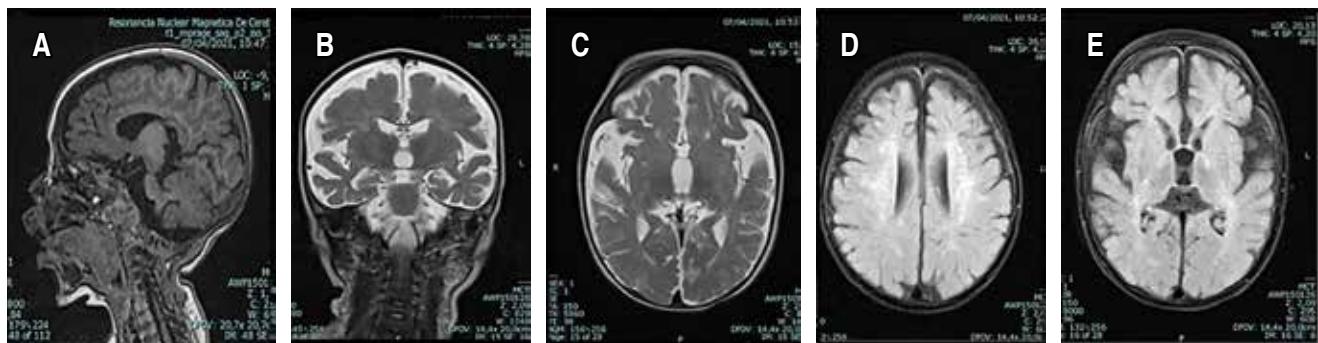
Resonancia magnética cerebral. A) Corte sagital T1 donde se evidencia adelgazamiento del cuerpo calloso, pérdida de volumen generalizado supra e infratentorial con ampliación de los espacios subaracnoides y cisternas. B) Corte coronal T2. C) Corte axial T2. D y E) Corte axial T2/FLAIR se aprecia alteración de la sustancia blanca difusa desde la corona radiada e hiperintensidades del tracto corticoespinal.
